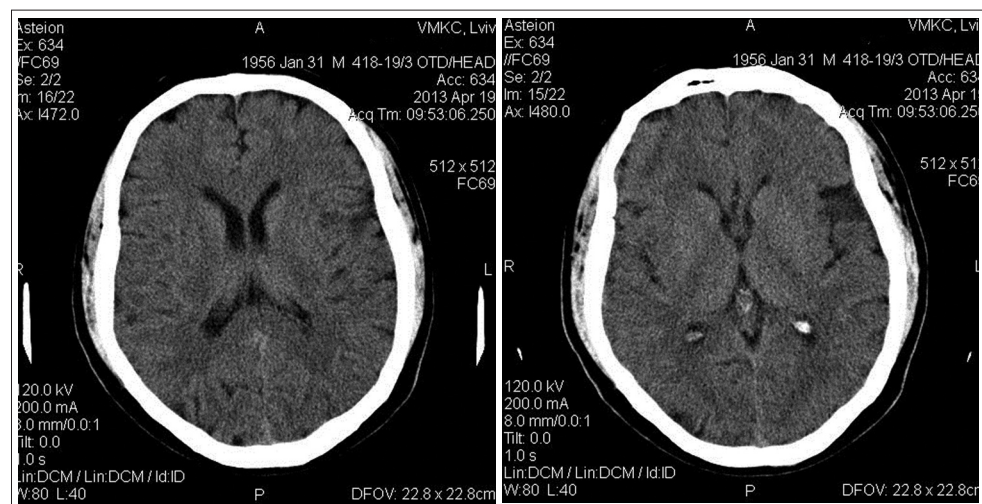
КТ головного мозку хворого Т.
